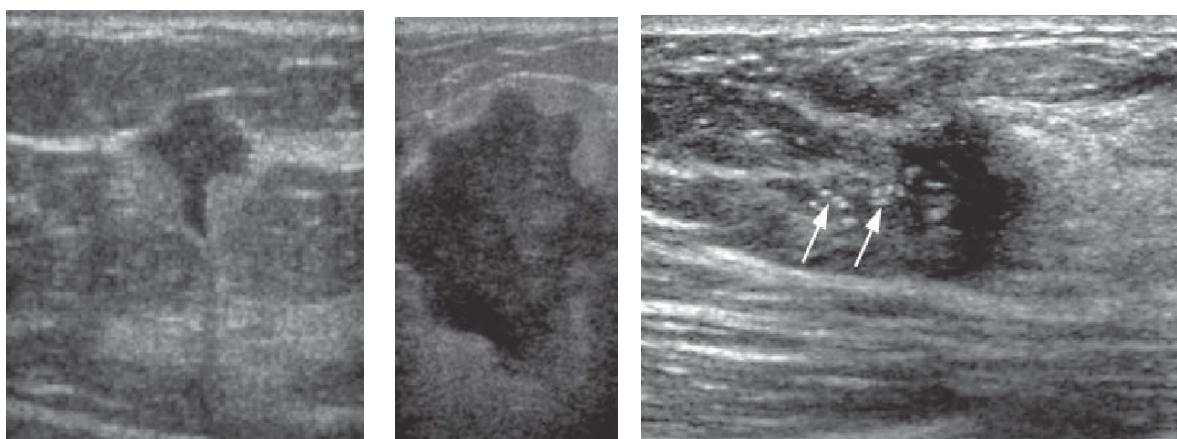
Aspectul ultrasonografic al carcinomului in situ al glandei mamare
